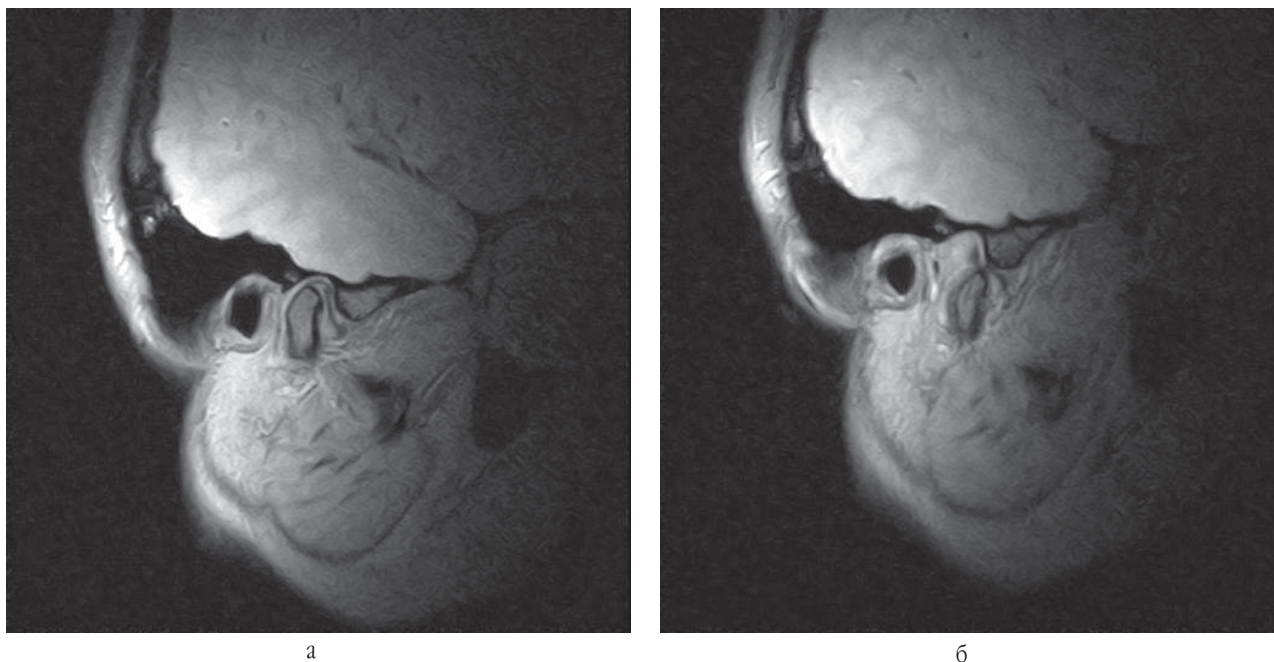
Функциональная МРТ правого ВНЧС в кососагиттальной плоскости, T2*-взвешенные изображения. Вправляемое смещение суставного диска
